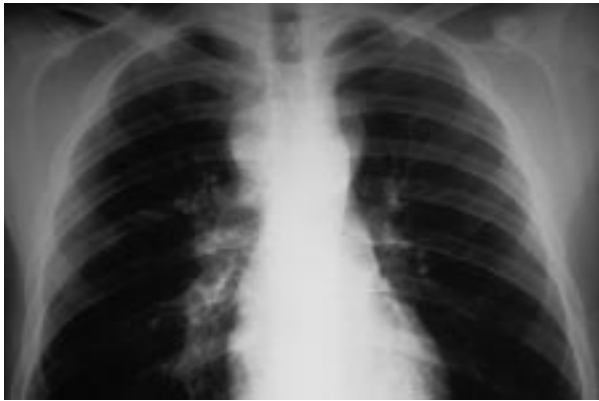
Tuberculosis ganglionar en un paciente positivo para el VIH. La radiografía de tórax posteroanterior revela adenopatías hiliares derechas y en el mediastino superior; no existe evidencia de lesión pulmonar.
